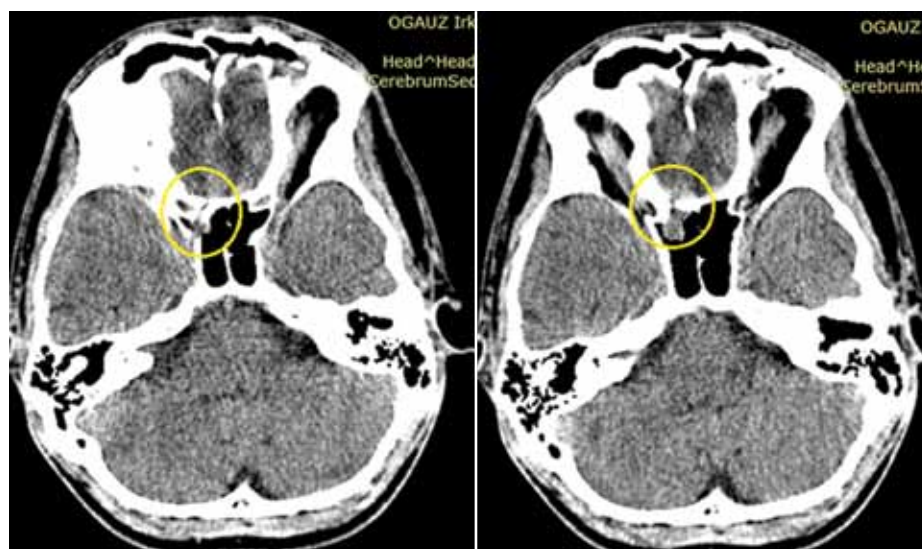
МСКТ головного мозга. Аксиальный срез. Желтым выделена фистула основания черепа.
